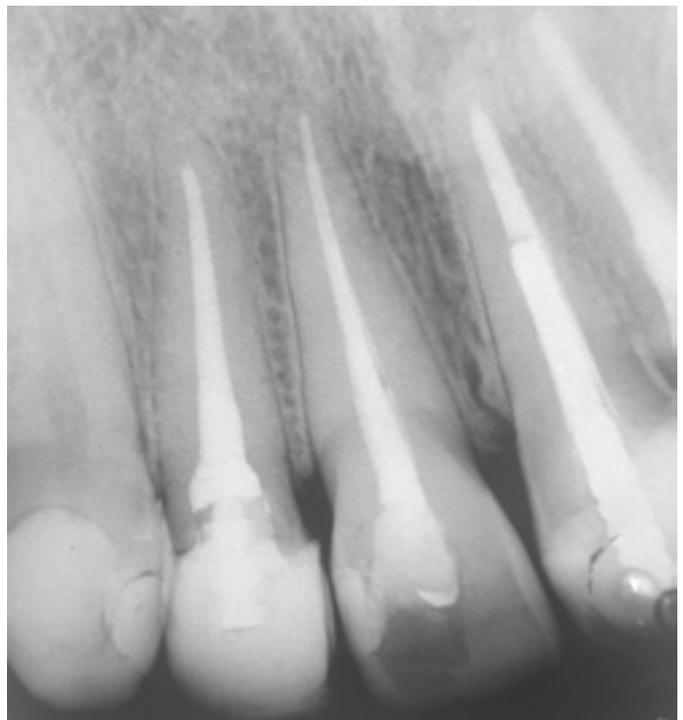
Radiografia periapical mostrando o retratamento dos condutos (11, 12 e 22) e pinos cimentados nos respectivos dentes os quais foram realizados na mesma sessão.
